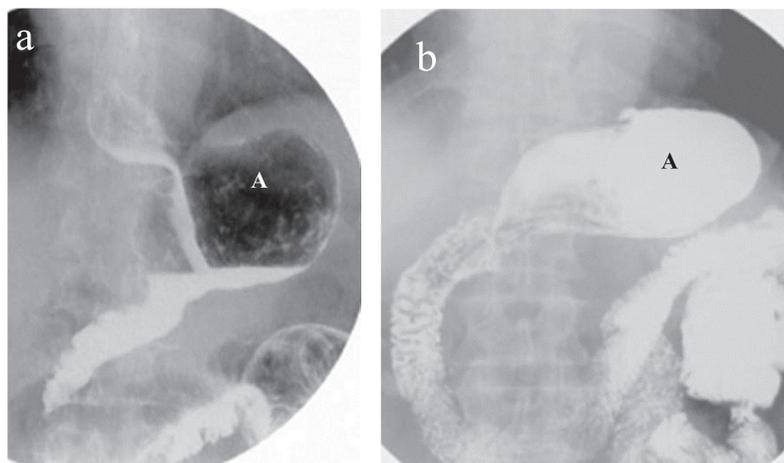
術後15年のB1再建症例の上部消化管X線造影検査所見
